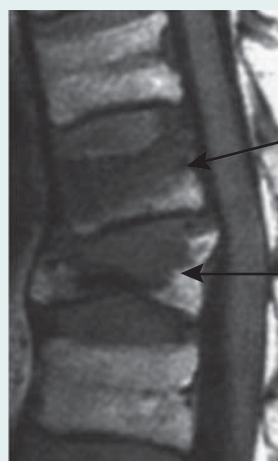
MRI (T1 強調画像) による椎体骨折診断判定の例 (文献 218 より引用)
